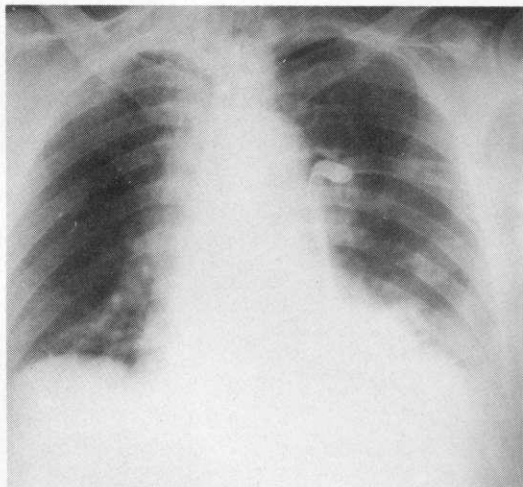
Radiografia del torace associata ad esofagografia. Il mezzo di contrasto (Gastrografin) si espande dall'esofago al cavo pleurico sinistro mascherando la parte inferiore della silhouette cardiaca. Si nota inoltre il tubo di drenaggio introdotto in cavo pleurico sinistro che ha risolto il pneumotorace.
